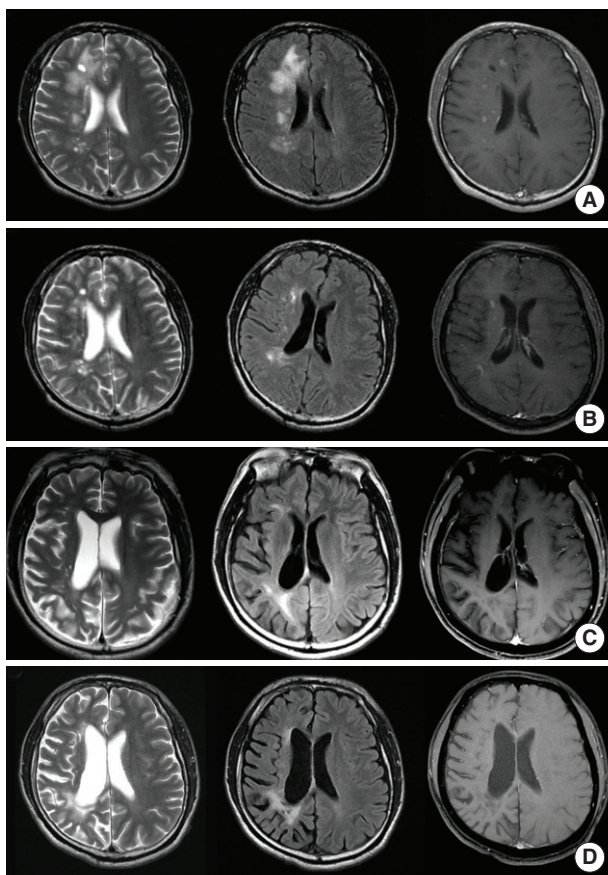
Serial brain MR images of the patient (A-D). Axial T2-weighted MR images, FLAIR images and contrast T1-weighted MR images at the same level, respectively. The images were obtained at the age of 32 (A), 34 (B), 36 (C) and 37 (D). They show the sequence of the right-sided brain swelling and hyperintense signal (stage 1; A), normal volume with hyperintense signal (stage 2; B), atrophy with hyperintense signal (stage 3; C), and marked atrophy with normal signal (stage 4; D).
